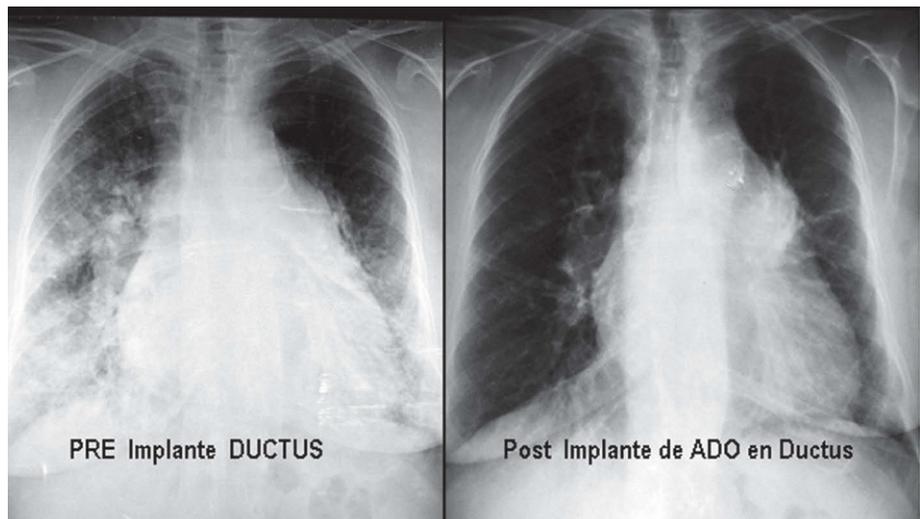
Efecto del cierre ductal en una paciente de 64 años, diagnosticada de enfermedad pulmonar obstructiva crónica y en tratamiento con oxigenoterapia. Radiografía posteroanterior de tórax, antes y a los 15 días del cierre del *ductus*.
